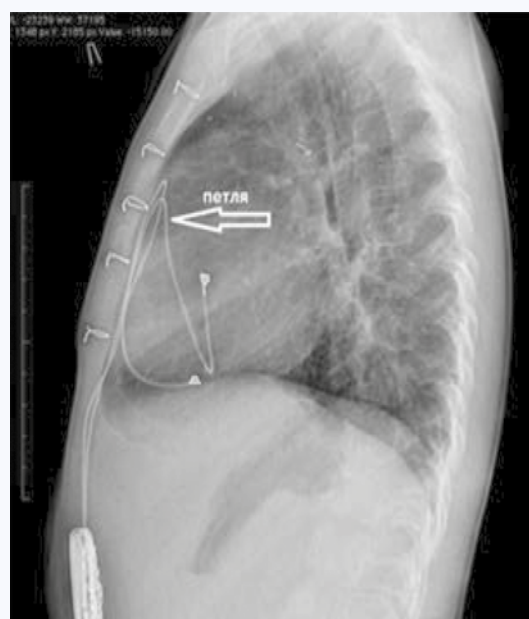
Рентгенограмма органов грудной клетки в боковой проекции (предсердный электрод делает петлю вокруг левого желудочка)
